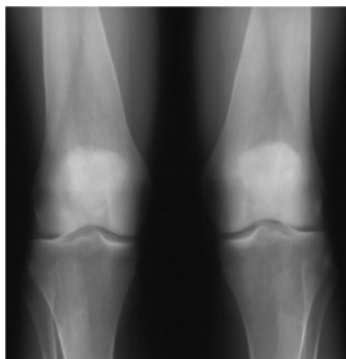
Arquivo de Radiologia Esquelética 2014. Radiografia em AP dos joelhos mostra o achado clássico da doença em frasco de Erlenmeyer dos fêmures e das tíbias.
